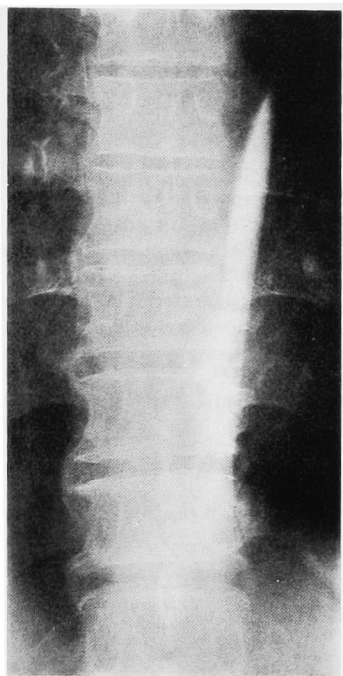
Plain film on April, 20 disclosed subintimal contrast deposition of thoracic aorta.
